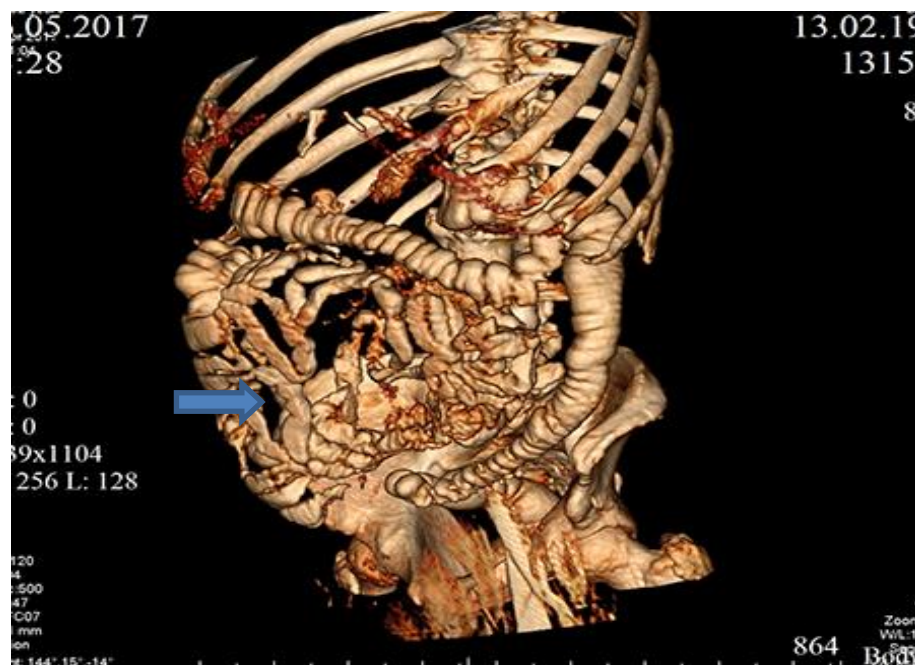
Спиральная компьютерная томография у пациента с хронической спаечной болезнью брюшины при контрастировании предложенной фитокомпозицией (боковая 3D реконструкция), на которой видна деформация петель тонкой кишки спаечным процессом
